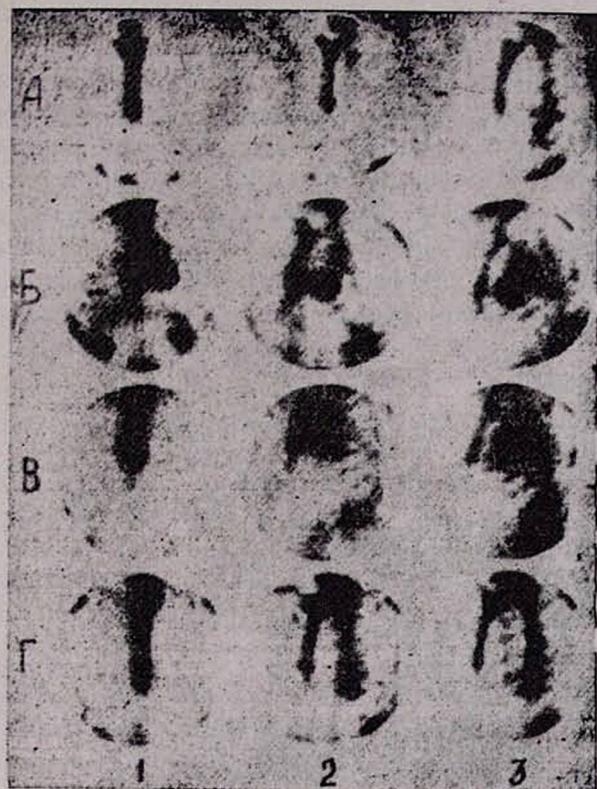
Сцинтиграммы миокарда в передней прямой, левой косой 30° и 60° проекциях: А—здорового пациента, Б—больного крупноочаговым ИМ, В—мелкоочаговым ИМ, Г—больного ХИБС.
